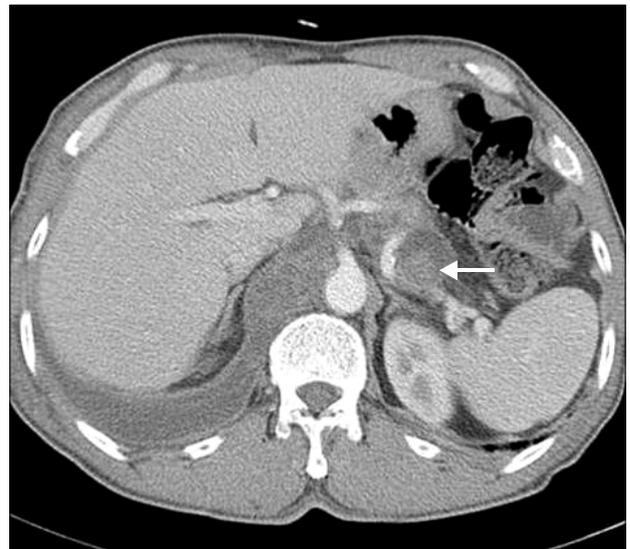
Chest CT scan showed pseudoaneurysm (arrow) located in the pseudocyst.
